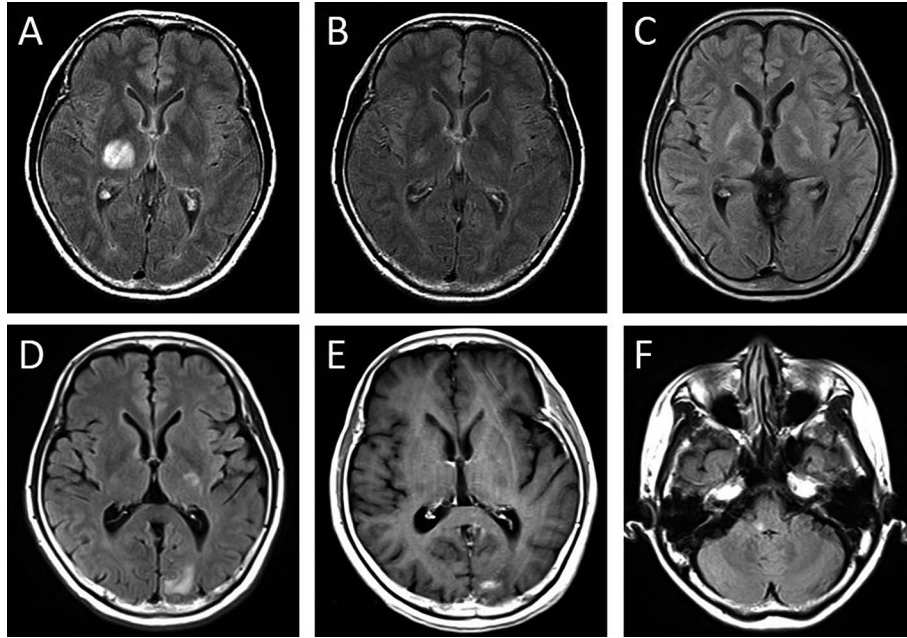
Time course of brain MRI findings before admission to our hospital. Also see Fig. 2 to compare the MRI findings with the patient's clinical course.
